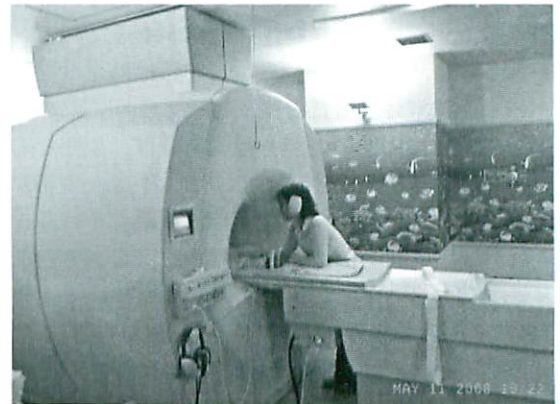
CLS supporting a child during MRI
